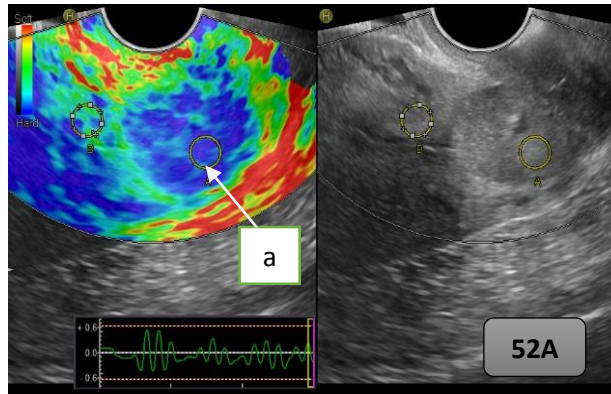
Рисунок 52А. — Ультразвуковая томограмма качественной эластографии опухоли шейки матки пациентки Д. до начала лечения: а) V эластотип в опухоли шейки матки
